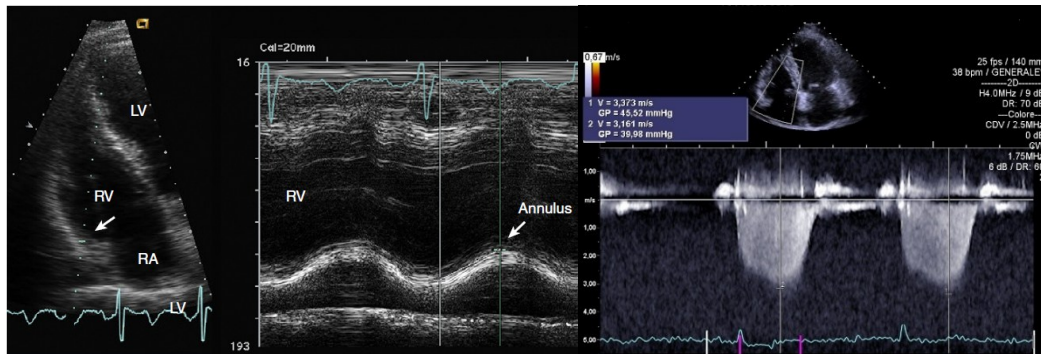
Immagini ecocardiografiche di TAPSE e PAPs
